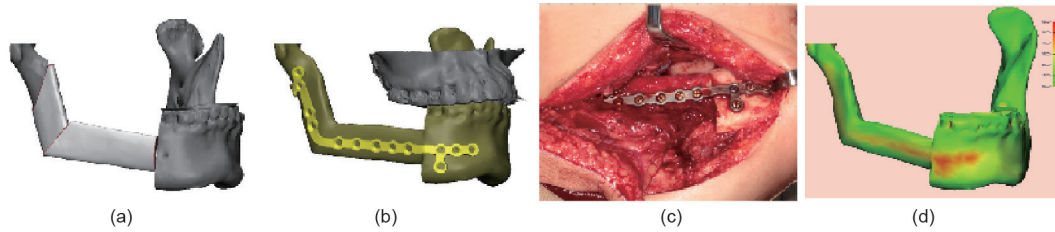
病例2。(a) 在虚拟手术中，骨病变被清晰地显示出来，手术计划是先切除病变的下颌骨，再用手术导板辅助医生分段截取腓骨以修复下颌骨缺损和钻出螺孔；(b) 设计可将腓骨段固定在稳定咬合状态的患者匹配式植入物；(c) 用切割导板截取分割右侧带血管蒂的腓骨瓣，以3D打印患者匹配式植入物拼接固定截取的骨段，将骨-植入物复合体转移到下颌骨缺损侧，固定在病患的下颌残骨上；(d) 根据彩色CT图像，偏差在2.0 mm以内的区域以绿色标记，可看出此次手术有较高的精度。
